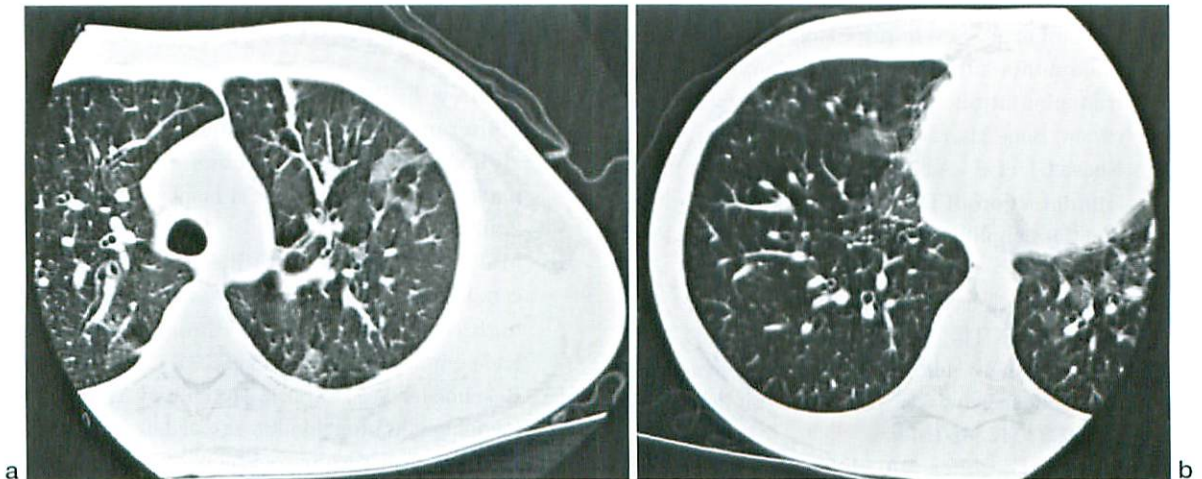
CML in a 10-year-old-girl, Bronchiolitis obliterans after allo-BMT ; CT of the thorax Focal or diffuse areas of decreased parenchymal attenuation contrasted against normal lung (mosaic attenuation), focal air trapping. Expiratory CT views shows accentuate the air trapping observed in bronchiolar areas and possibly persistent hyperinflation.
